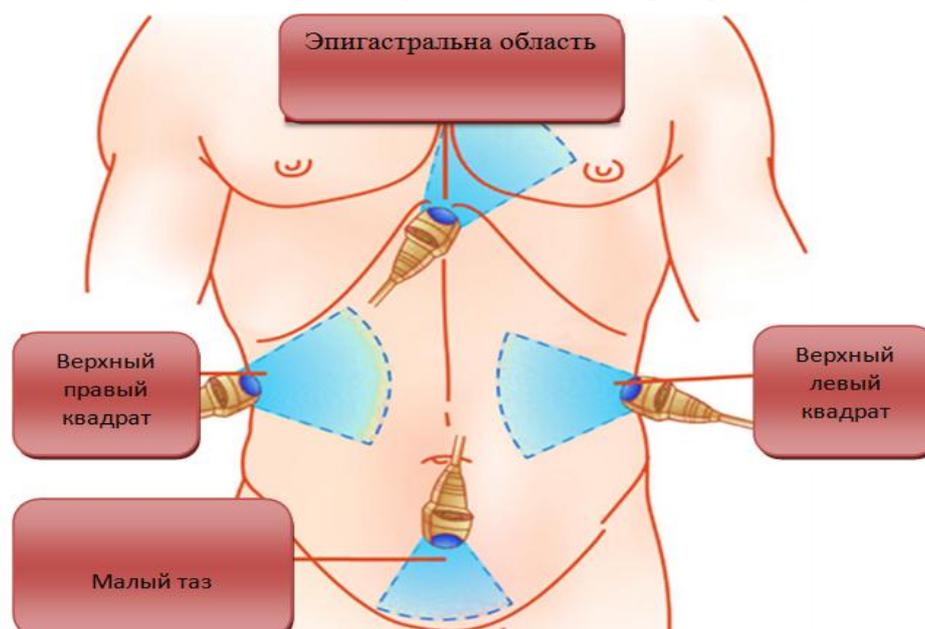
Стандартные точки УЗИ на груди и животе по протоколу Fast
